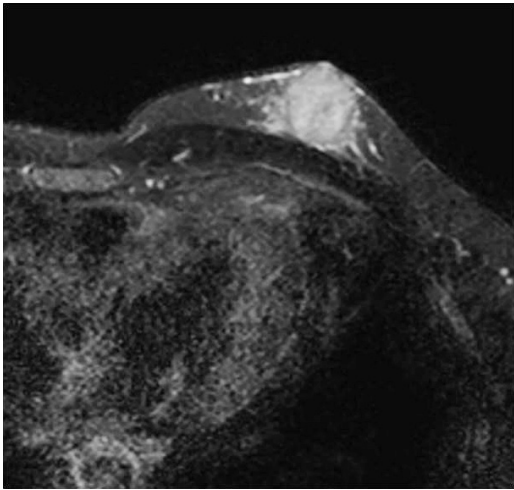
症例1のMRI. 乳頭直下に1.5cm大の不整形腫瘍性病変を認める. 胸筋・皮膚浸潤の所見も指摘できない.
